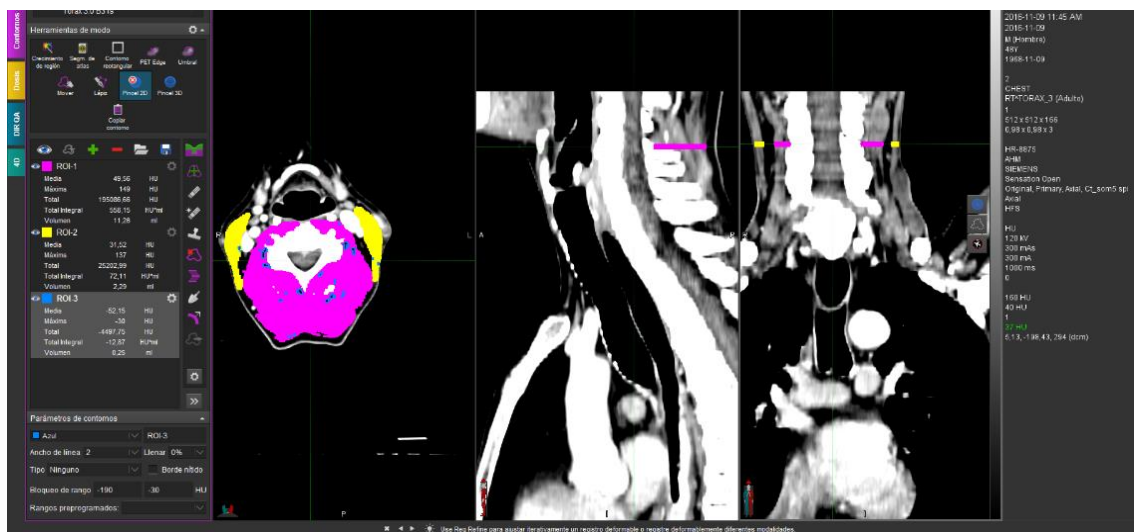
Análisis a nivel de C3 de la MM y miosteatosis en pacientes con tumores de cabeza y cuello utilizando la TC de planificación del tratamiento de RT. Las diferentes densidades se midieron mediante UH siendo; -29 +150 para MM (morado y amarillo) y -190 -30 para el tejido adiposo, tanto intermuscular (azul) como intramuscular (negro). En la imagen, se demuestra un paciente con tejido muscular y adiposo dentro de la normalidad.
